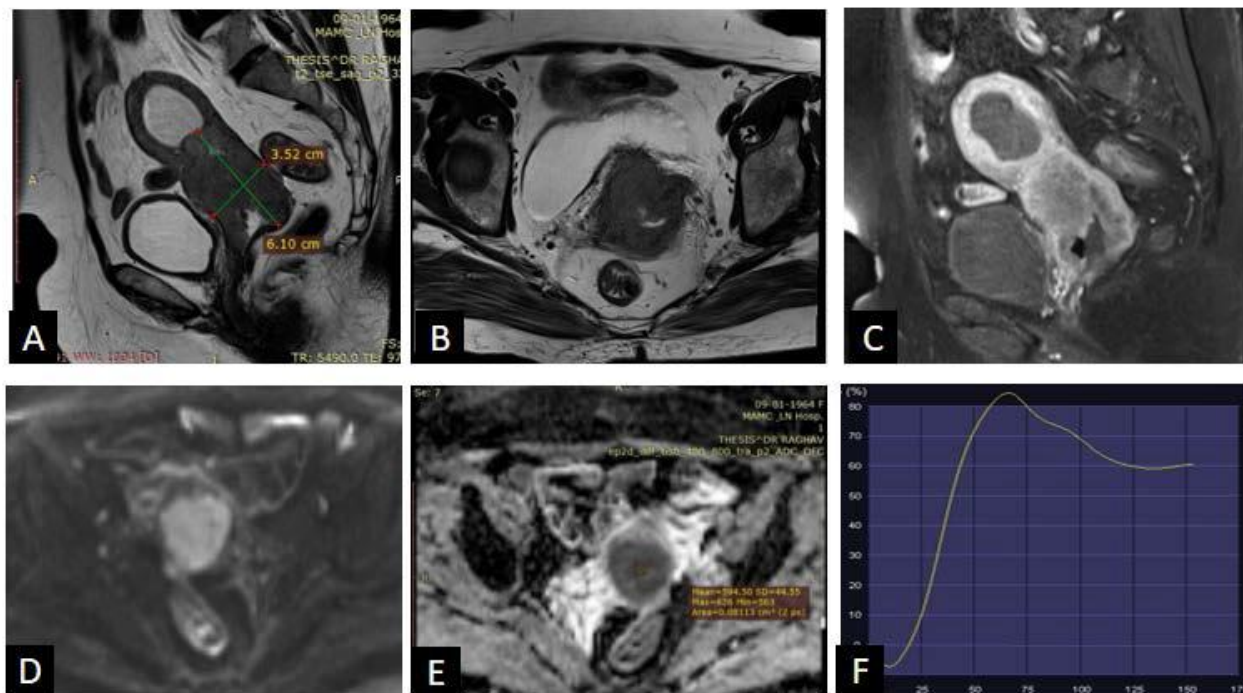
Исходная МРТ (А-Е): На сагиттальных Т2 ВИ (А) и аксиальных Т2 ВИ (В) МРТ малого таза обнаружено опухолевое поражение в области шейки матки, проникающее в верхнюю часть влагалища и параметрии с двух сторон. На контрастных изображениях (С) видно, что данное поражение характеризуется неоднородным усилением сигнала. На осевых диффузионно-взвешенных изображениях (D) и соответствующих картах ADC (Е) поражение показывает ограничение диффузии в зоне поражения с средним значением ADC равным $590,0 \times 10^{-6}$ мм²/с. Кривая интенсивности сигнала (TIC) (F) отображает начальное усиление с последующим плато и уменьшением интенсивности в более поздней фазе исследования.
